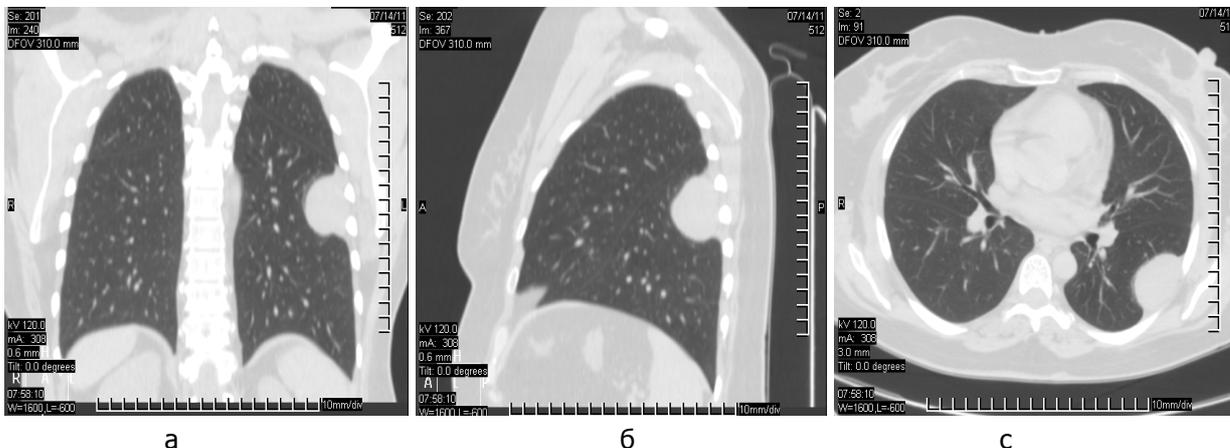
КТ больной М. (а – фронтальный, б – боковой, в – поперечный срезы грудной клетки в проекции опухоли)
